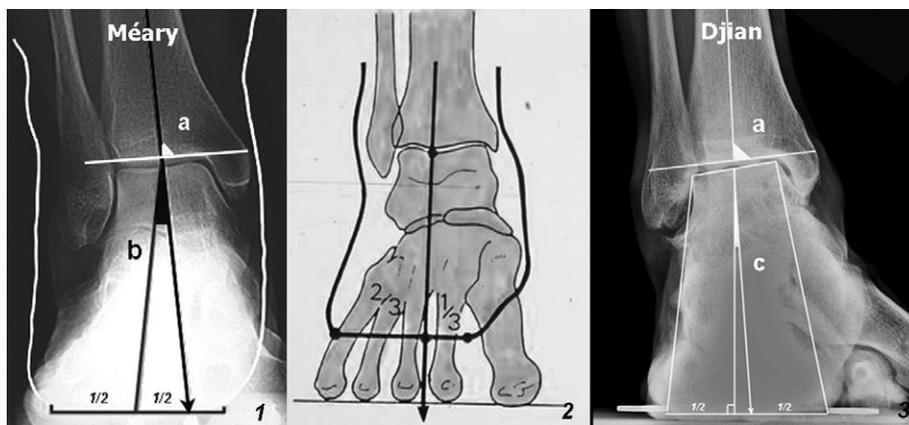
Radiographie des deux chevilles de face en charge. 1,2. Méthode de Méary. a : angle tibial épiphysaire ; b : axe de l'arrière-pied par rapport à l'axe jambier. 3. Méthode de Djian. a : angle tibial épiphysaire ; c : axe de l'arrière-pied par rapport à la surface talienne supérieure.
